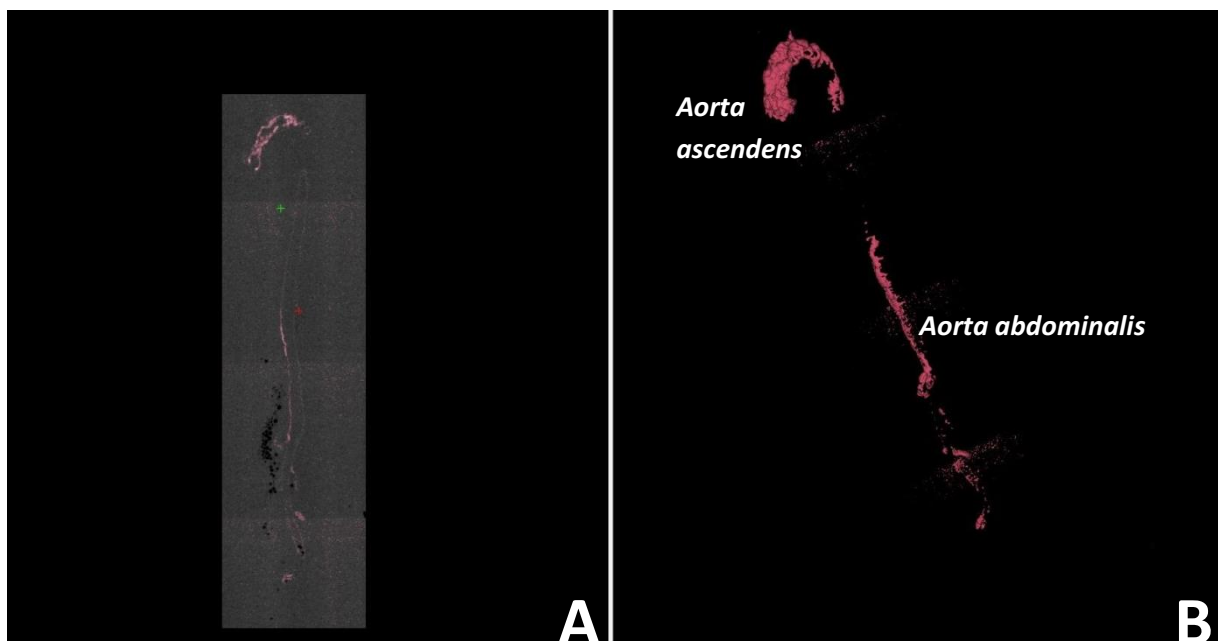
μ CT Schnittbild coronal (A) und 3D-Visualisierung der segmentierten Kalzifizierungen (B). 12 Wochen Volldosis Härtefuttermier mit Betonung des Aortenklappenrings, der *Aorta ascendens* und dem proximalen Aortenbogen.
